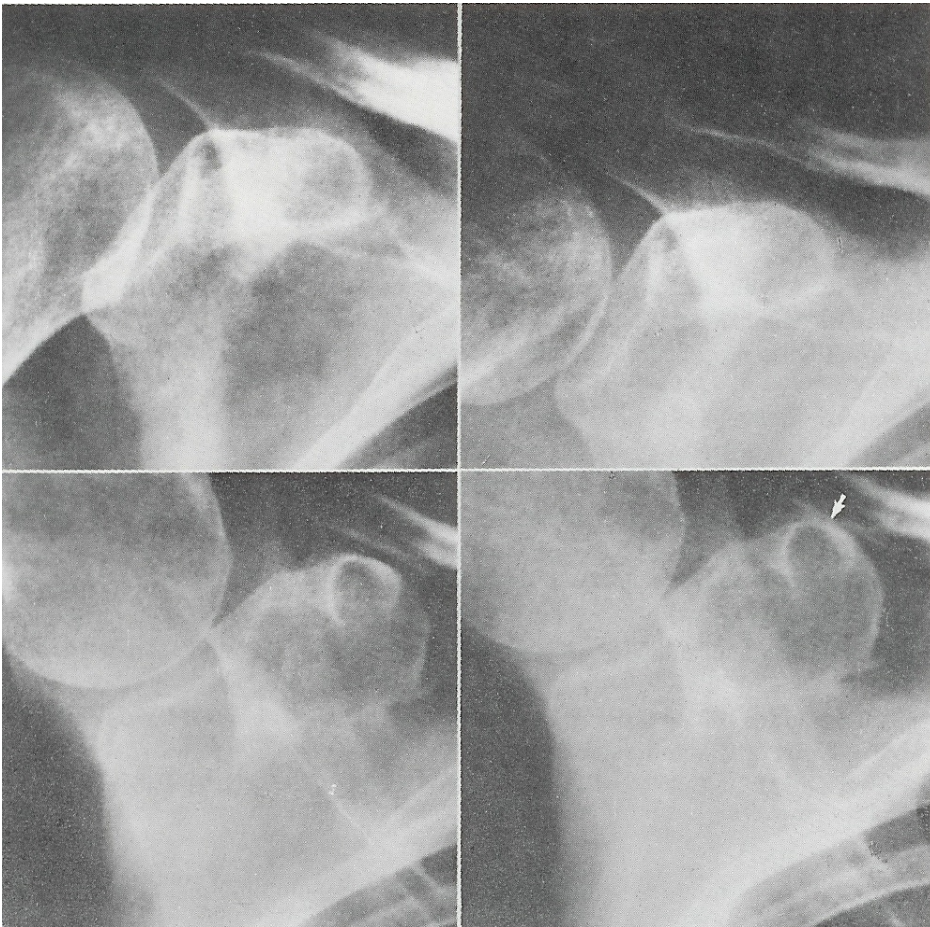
Röntgenfoto's overgenomen van een röntgenfilm. Frozen shoulder.
